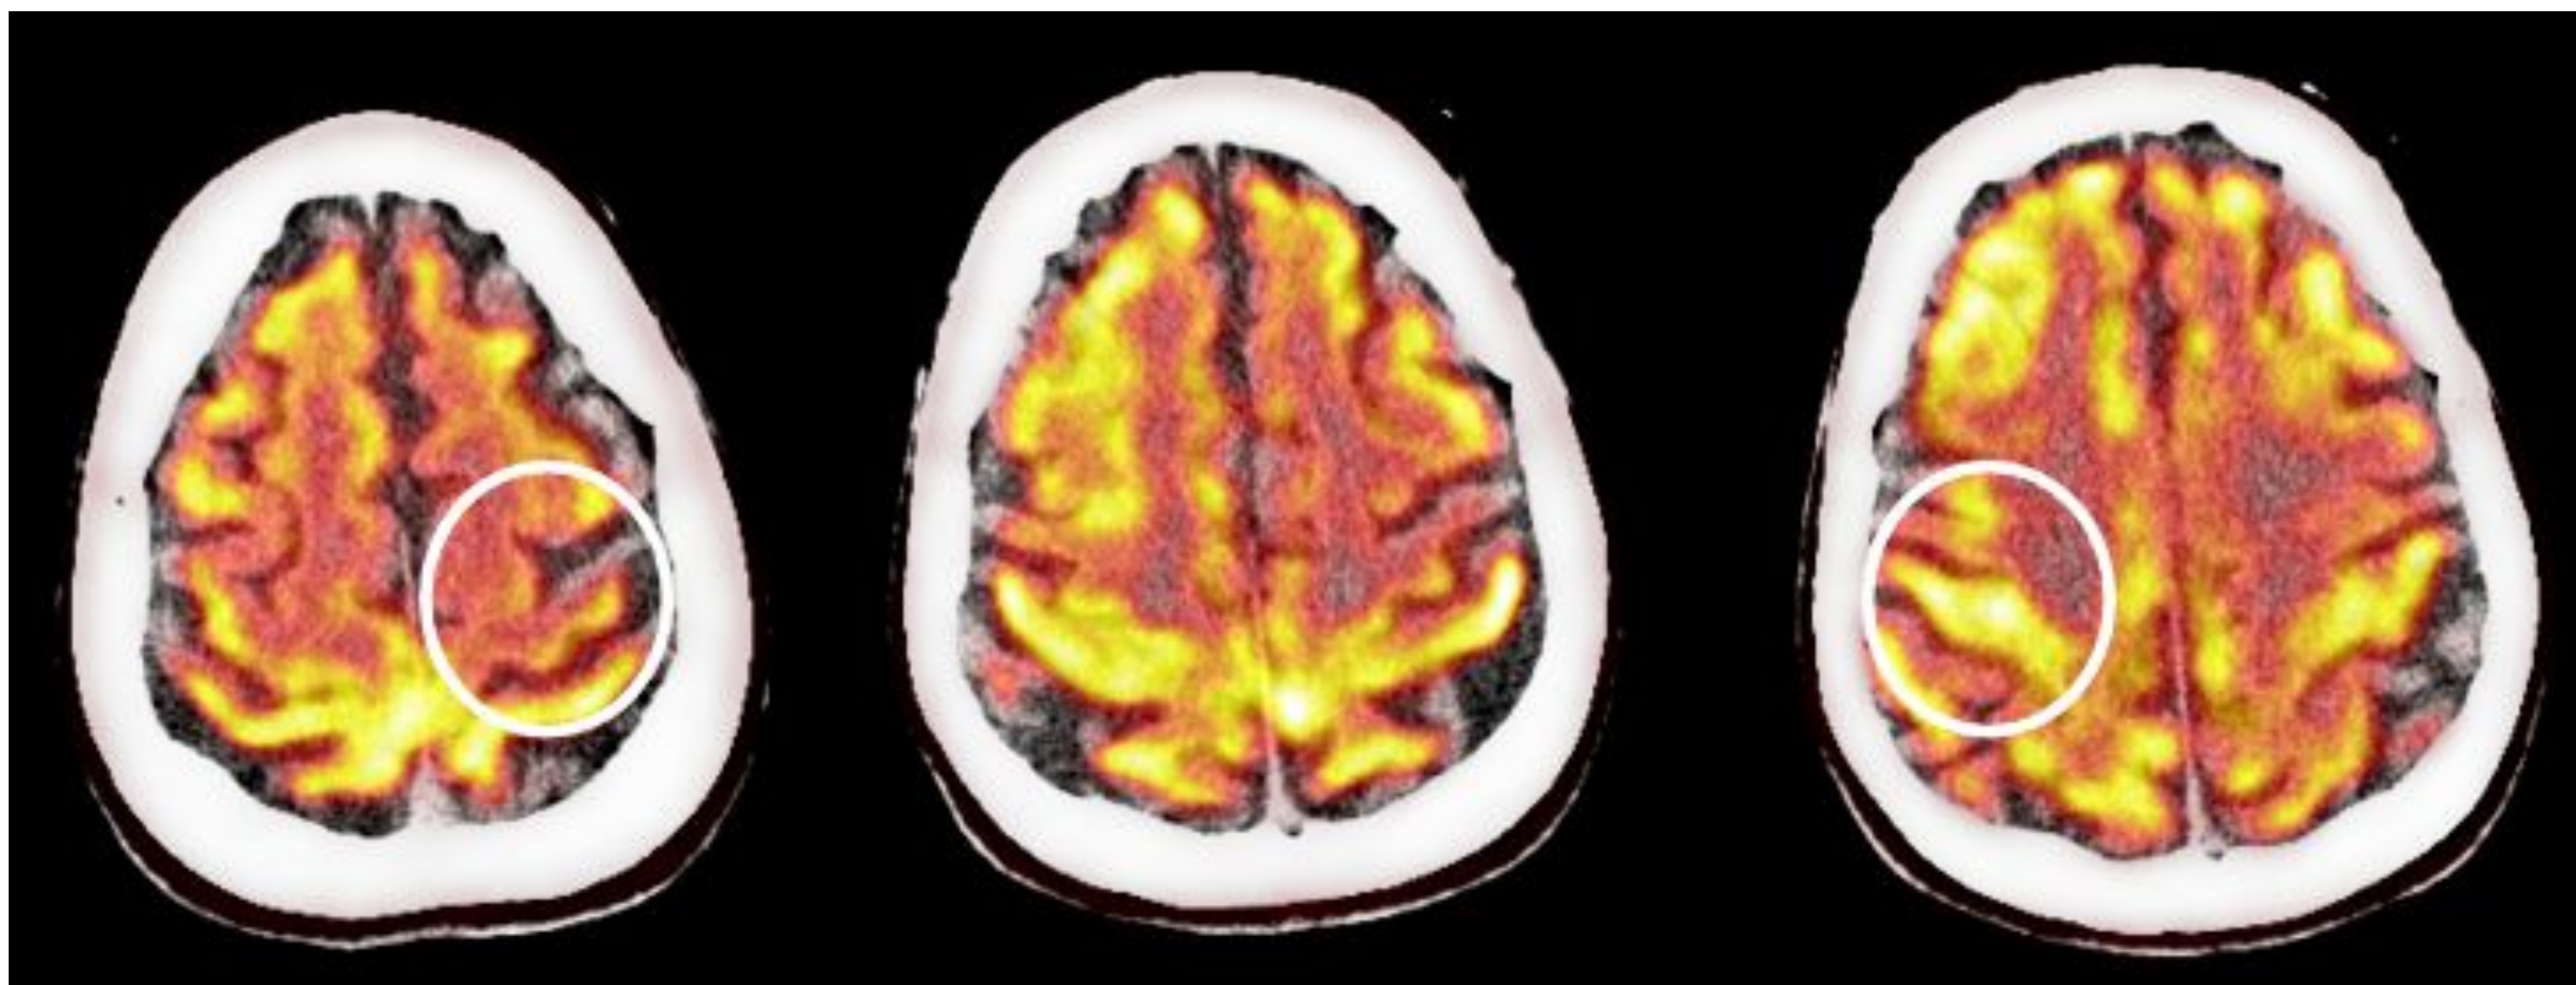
Mujer de 84 años con degeneración corticobasal. Imágenes axiales de PET-TC con 18-Fluorodesoxiglucosa que muestran hipometabolismo en el córtex perirolándico (círculo) bilateral, con predominio del lado izquierdo.
